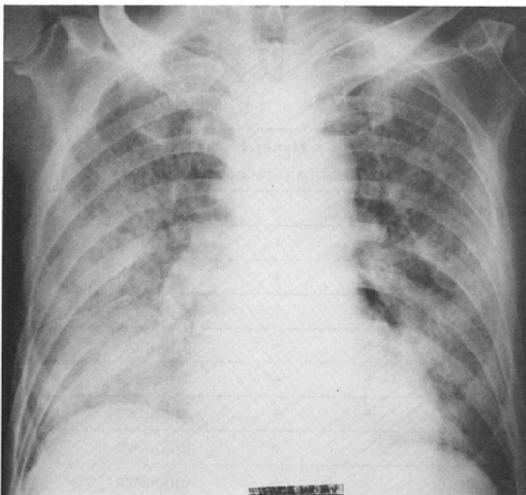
Case 1, chest roentgenogram. Diffuse bilateral pulmonary infiltrates are noted. No definite calcification identified.
